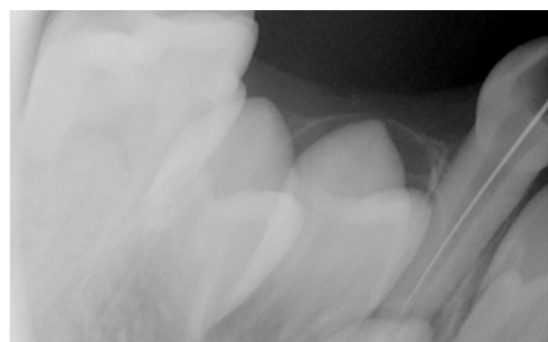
Radiografia para determinação da ODMt
